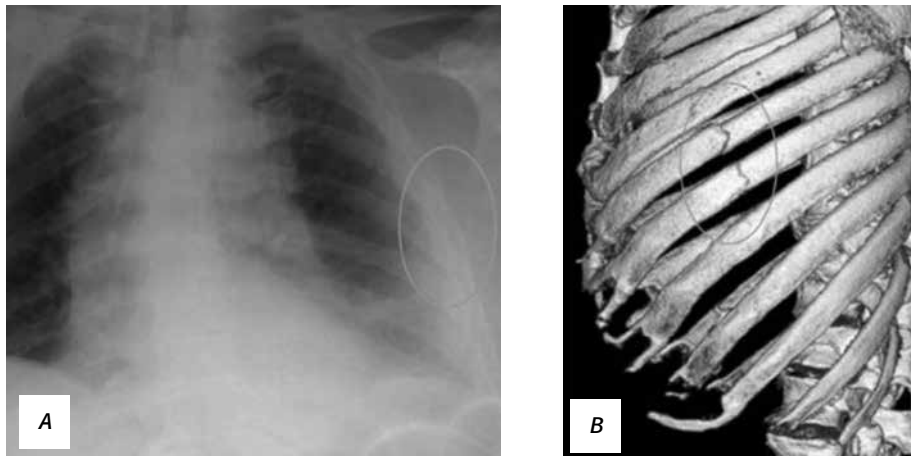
Fracturi costale simple: A – radiografia toracică anterioară: fracturi costale simple; B – TC toracică: linia de fractură [6]
